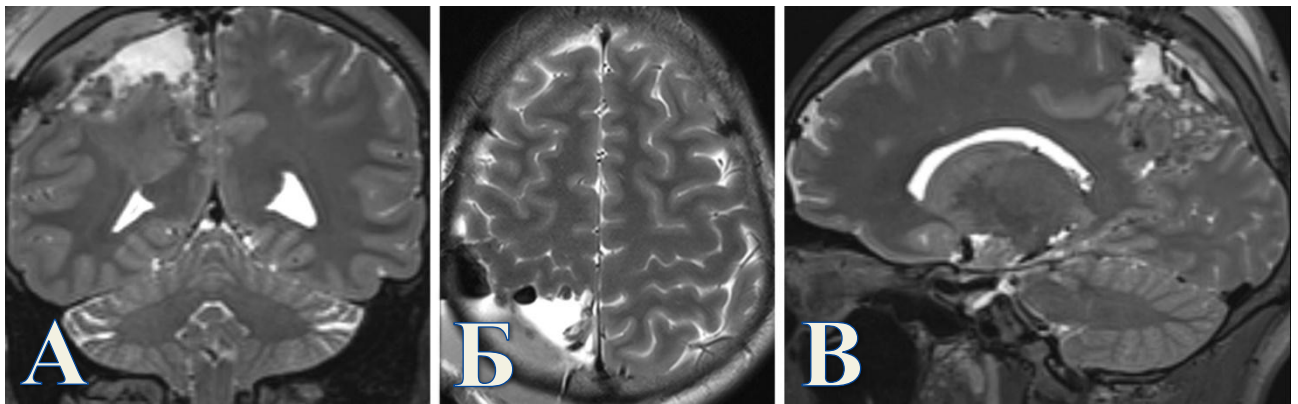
Контрольная МРТ головного мозга после проведения резекции эпилептогенного очага правой теменной доли пациенту К. На рисунке представлены изображения МРТ в последовательности T2 в коронарной, аксиальной и сагиттальной проекциях (слева направо). А. Коронарная проекция. Б. Аксиальная проекция. В. Сагиттальная проекция.
